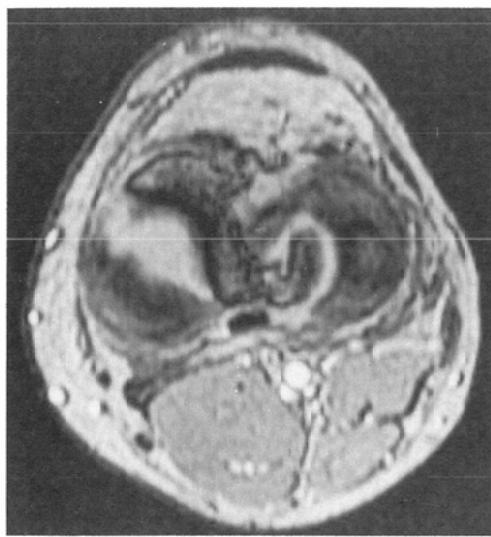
Normal menisci (Consecutive axial MR images on volume scan in 0.7mm thickness). Normal lateral (arrow) and medial (double arrows) menisci of the right knee are clearly demonstrated as low signal intensity areas.
